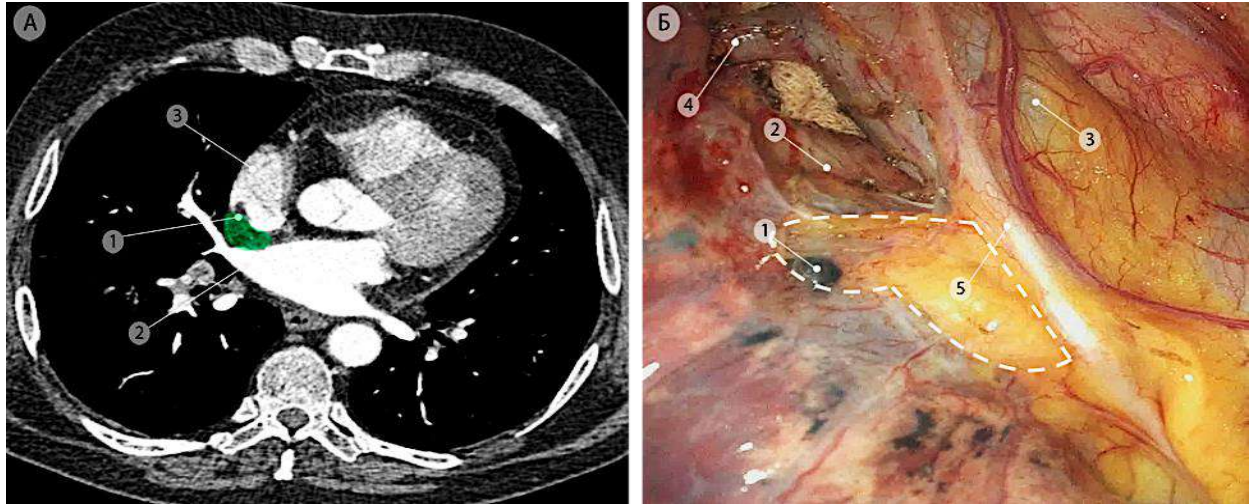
Правые передние корневые лимфоузлы (группа 10R), отмечены зелёным цветом. а – компьютерная томограмма (аксиальная проекция); б – интраоперационная эндоскопическая фотография, вид из правой плевральной полости. Пунктирной линией показаны границы подлежащего удалению блока лимфоузлов с клетчаткой. 1 – правые передние корневые лимфатические узлы (группа 10R); 2 – правая лёгочная артерия; 3 – правое предсердие; 4 – дуга непарной вены; 5 – правый диафрагмальный нерв
